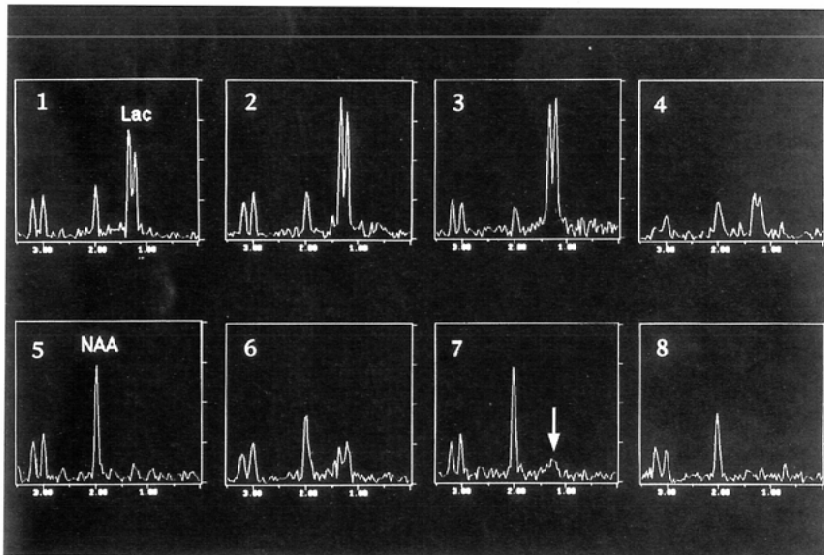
MRS of case 2. LNRs of infarcted area (pixel 1-3) were greater than 1.0, whereas those of non-infarcted area (pixel 5-8) were less than 1.0. LNR of pixel 4 (arrowhead in Fig.3) was slightly higher than 1.0, and that region was confirmed to be infarcted by MRI obtained 6 months after the onset. Slight Lactate elevation in normal hemisphere was recognized (arrow).
